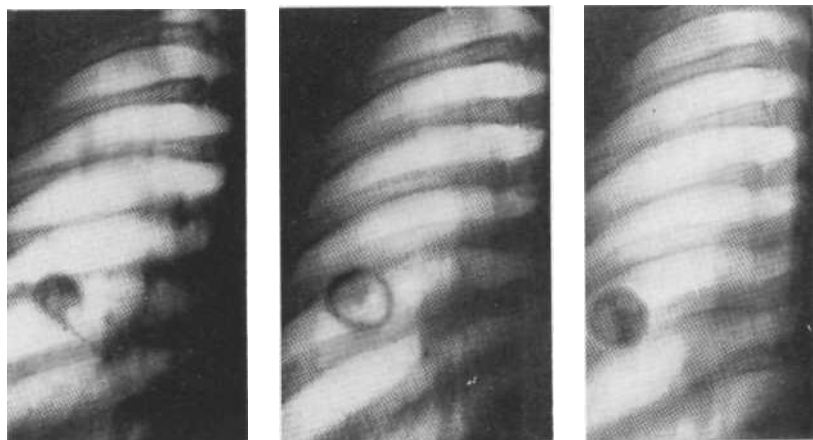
Серия томограмм в прямой проекции. Динамика распада, кавернизации и заполнения туберкуломы. Вновь заполненная туберкулома имеет гладкие резко очерченные контуры и не отличима от доброкачественной опухоли. Операция.
